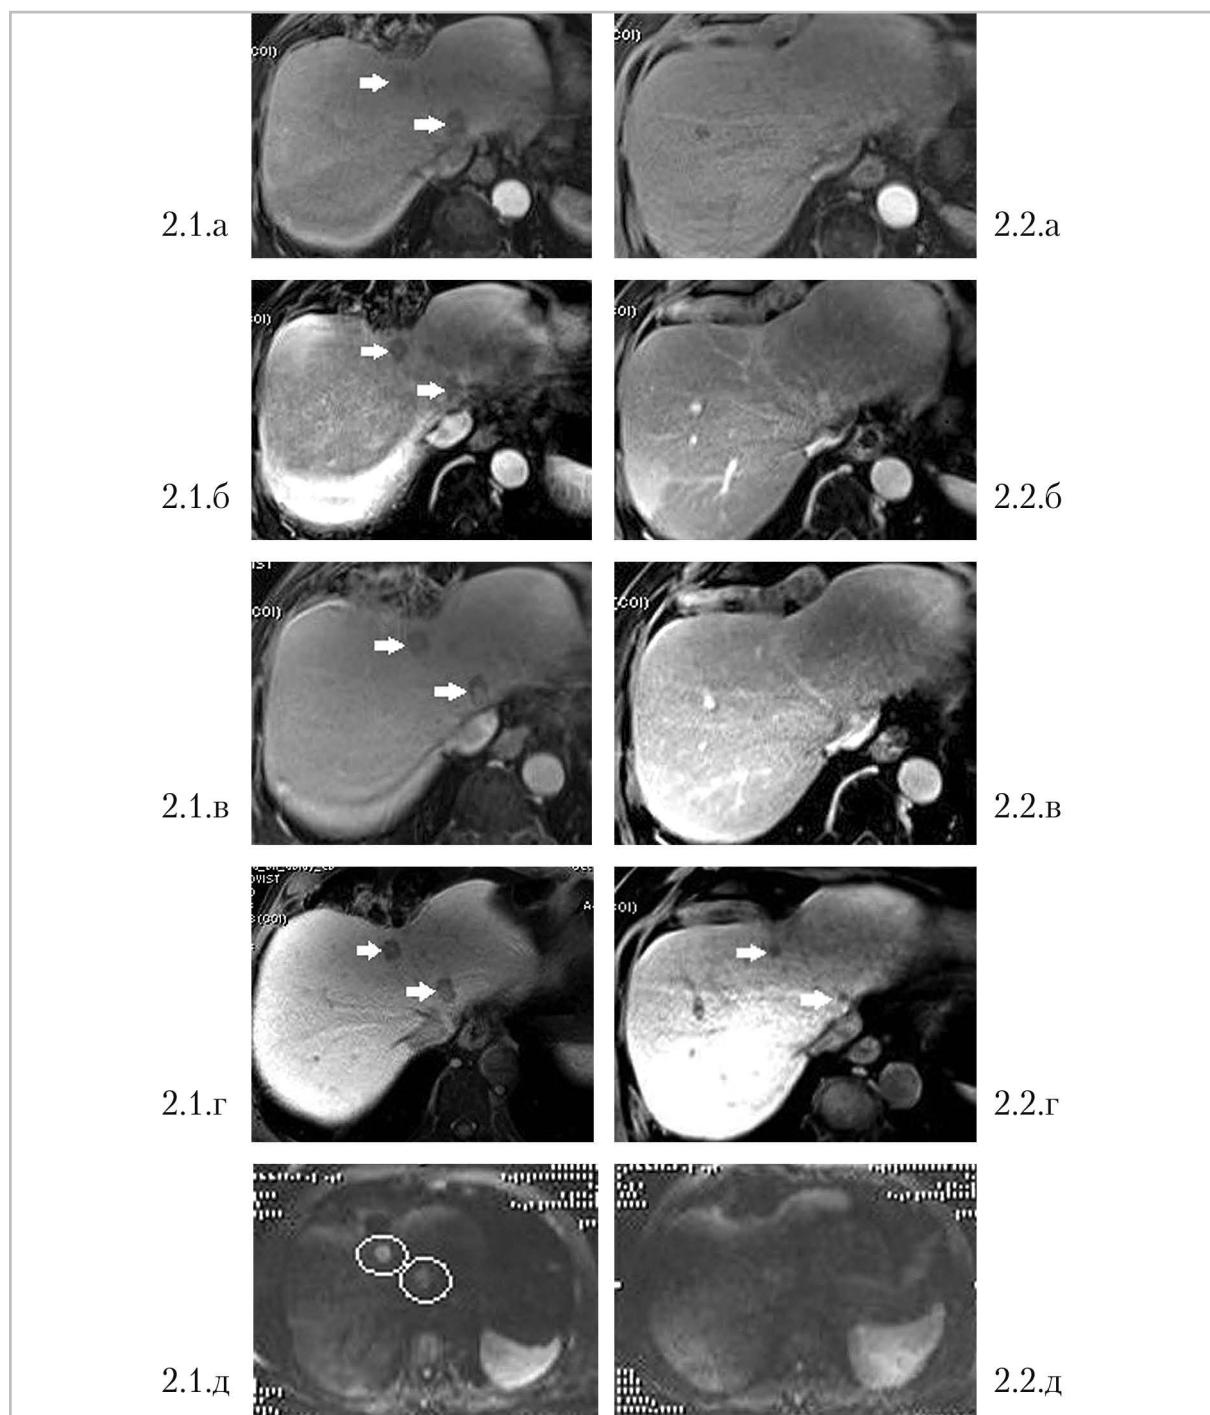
МР-томограммы пациента В., 50 лет. Метастазы КРР в печень (стрелки). Динамическое наблюдение. При проведении 2-го контрольного исследования (2.1) визуализируется минимальное центральное накопление препарата в равновесную фазу сканирования (2.1. а), в артериальную и портальную фазы (2.1. а, б) контрастирования накопления препарата не визуализируется. В гепатоспецифическую фазу фиксации контрастного вещества в структуре новообразований не выявлено (2.1. в). На ДВИ $b = 1000 \text{ с/мм}^2$ очаги имеют повышенную интенсивность сигнала (2.1. д)
